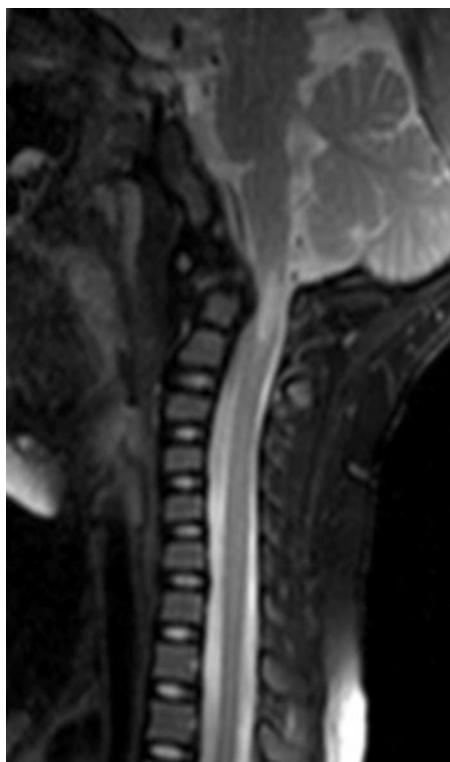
症例4. 頸髄MRI・T2強調像にて髄内高信号を認める.
